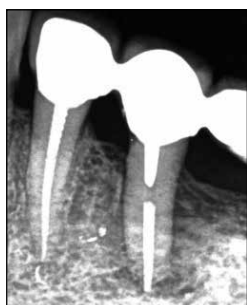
Рентгенологическая картина через 12 месяцев после начала лечения
